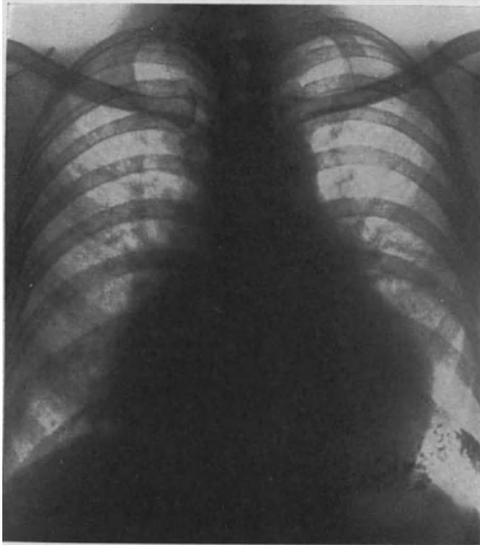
Neuritische, hydropische und kardiale Beriberi. Einlieferung im Shōshimzustand. Röntgenaufnahme vor der Behandlung: Beriberi-Form des Herzens.
